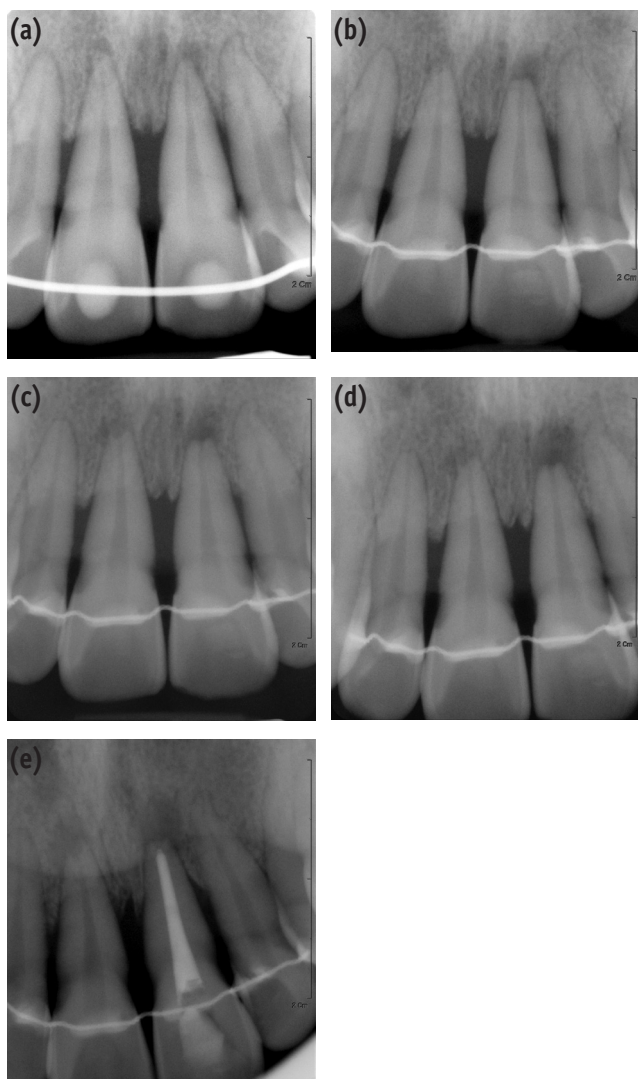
(a) Radiograph was taken 2 weeks after traumatic injury. Small periapical radiolucencies associated both central incisors were observed; (b) Radiograph was taken 6 weeks after traumatic injury. Root resorptions as well as periapical radiolucencies in both teeth were evident; (c) Radiograph was taken 6 months after traumatic injury. There were no definite changes in root resorptions and periapical radiolucencies compared to radiograph at 6 weeks after trauma; (d) Radiograph was taken 7 months after traumatic injury. Periapical radiolucency of upper left central incisor had been increased; (e) Radiograph was taken after endodontic treatment on maxillary left central incisor. Note the increase of periapical radiolucency on right central incisor.
